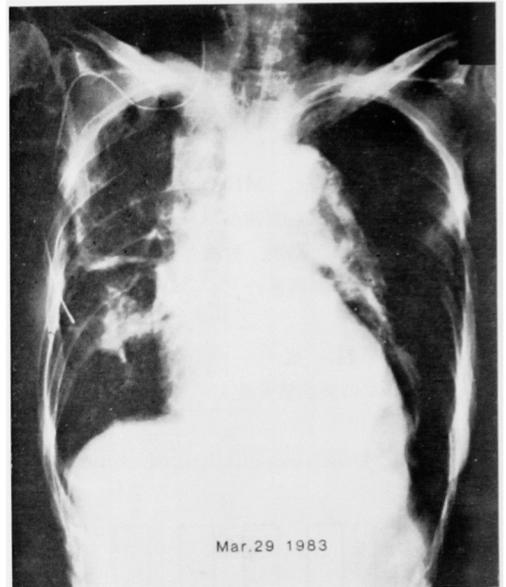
Roentgenogram of case 6 (after treatment). Chest X-ray taken on March 29 shows clearing of the shadow.
